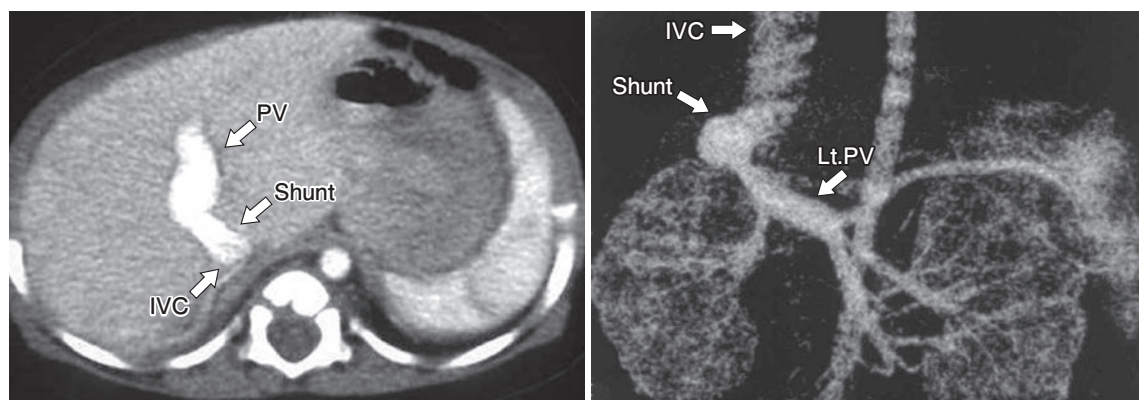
Abdominal enhanced CT (a) showed patent ductus venosus, which is the shunt between the portal vein (PV) and the suprahepatic inferior vena cava (IVC). Three dimensional reconstructed helical CT (b) images revealed the shunt more easily detected.
